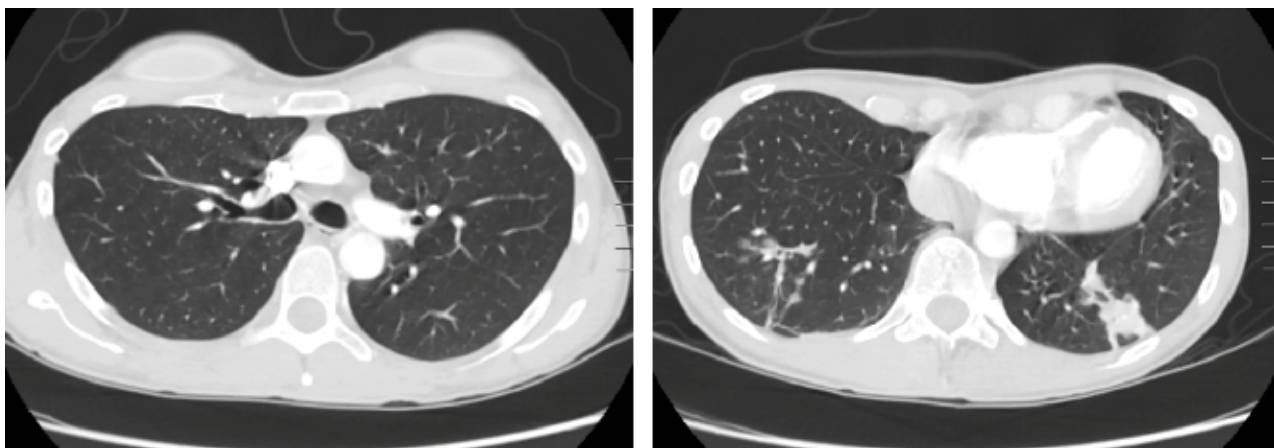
TC torace ad alta risoluzione (T+56 mesi)
